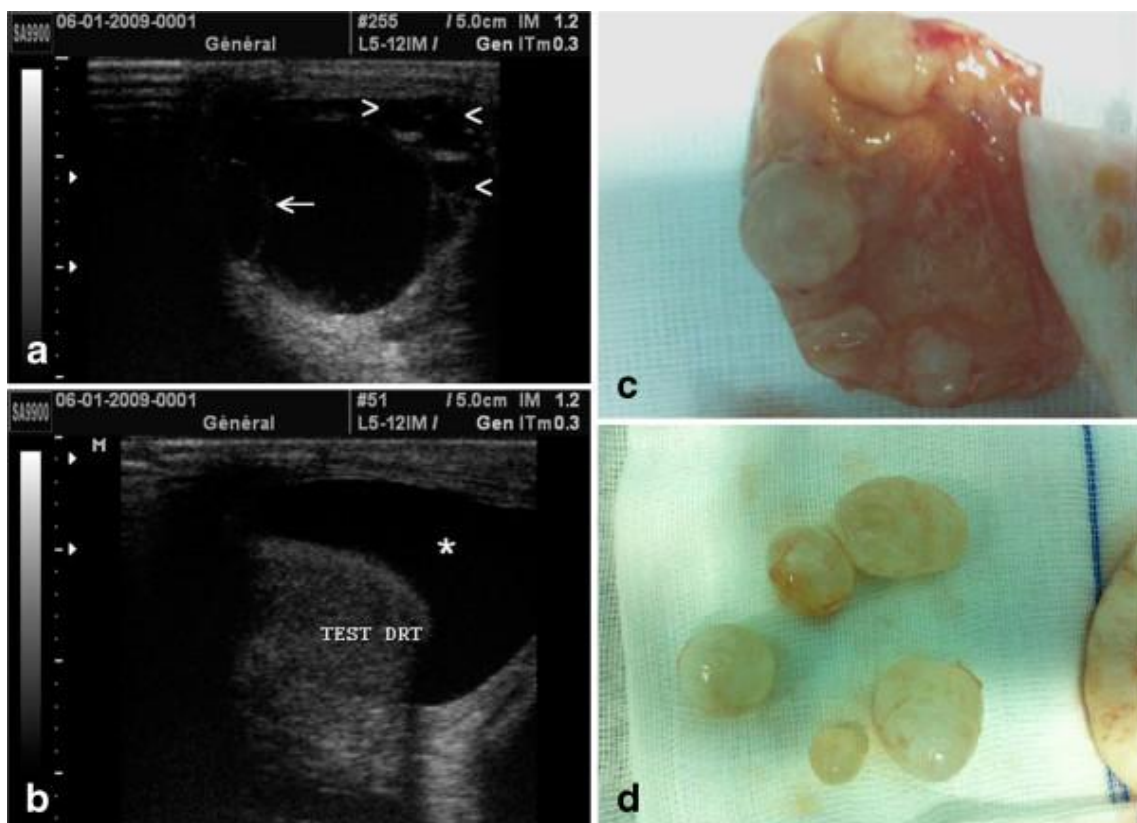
Une échographie testiculaire a montré des lésions kystiques scrotales du côté droit de différentes tailles ; le plus grand kyste contenait une vésicule fille.
